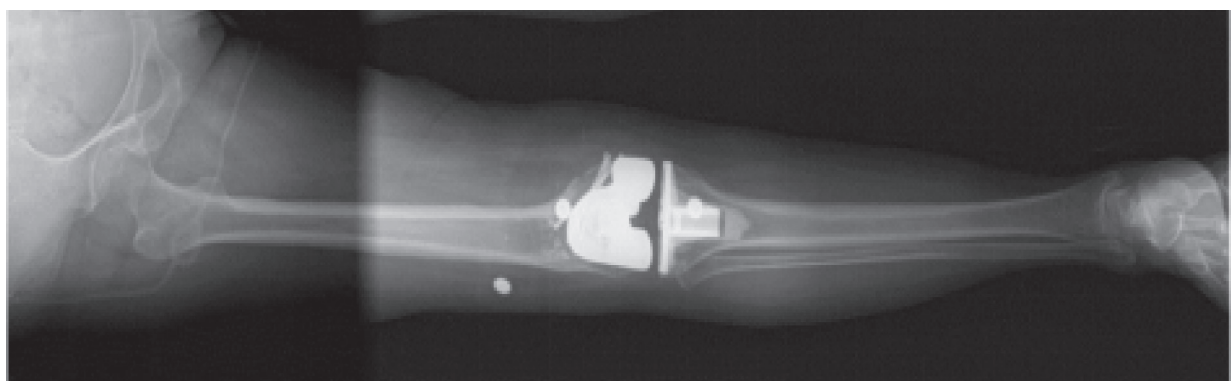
术后患肢全长X线片,此时股骨mLDFA为93°,关节外畸形已得到矫正
